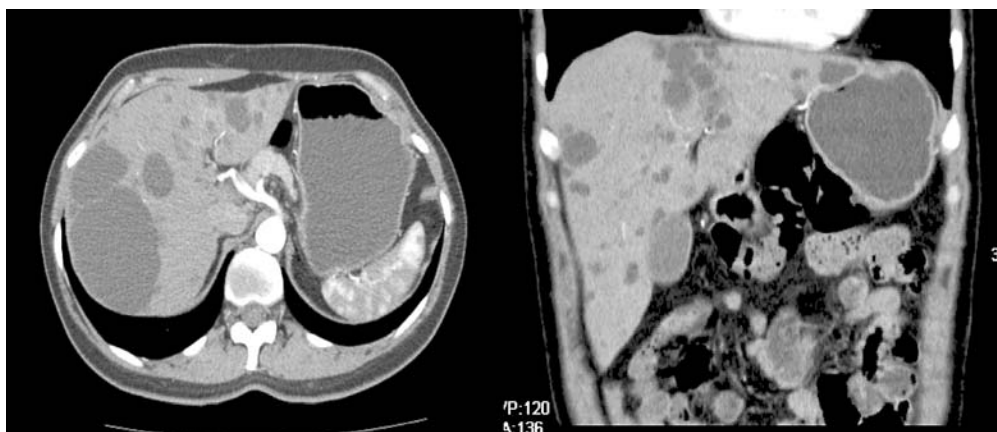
Imaginile scanării tomografice ale BPF
